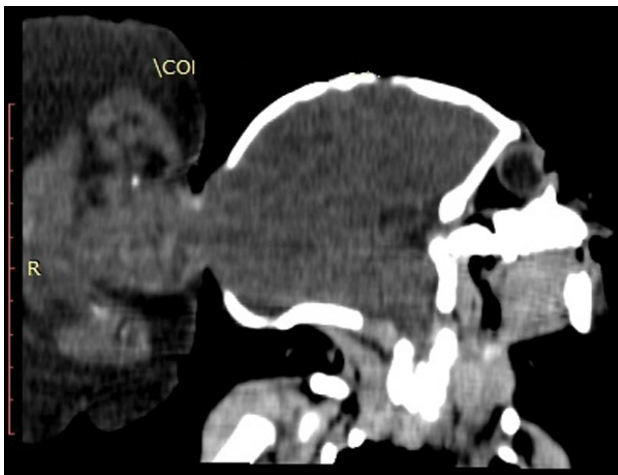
Tomografía cerebral simple preoperatoria proyección sagital.
